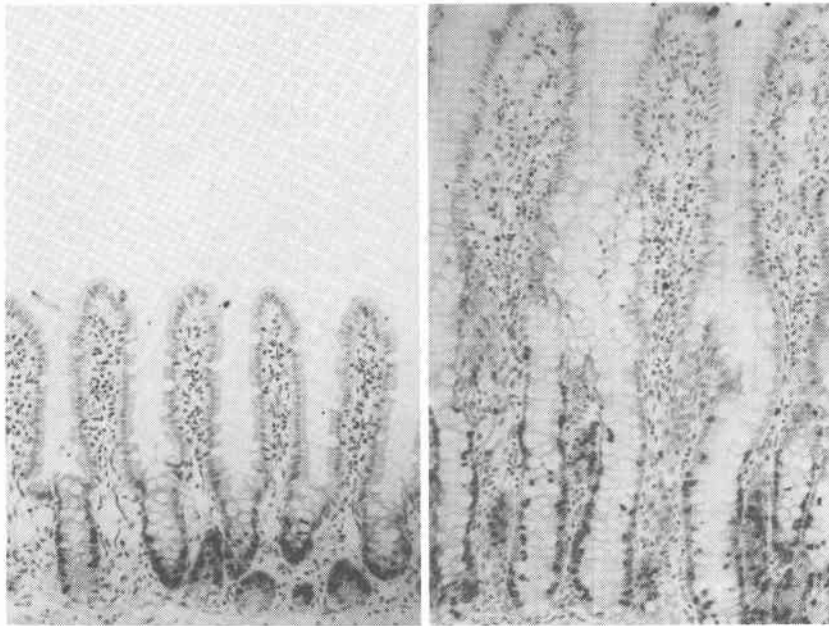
回腸粘膜上皮の microautoradiograph.
